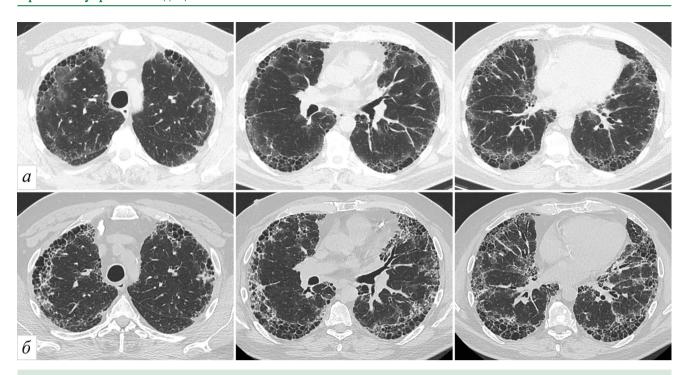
Пациент Н., 58 лет. COVID-19 (ПЦР+) на фоне обычной интерстициальной пневмонии. КТ ОГК в аксиальной плоскости на соответствующих уровнях. Ряд а — исследование от 07.03 2021 г., ряд б — исследование от 21.04.2021 г. В динамике на месте участков «матового стекла» появление выраженных ретикулярных изменений и структурная перестройка в виде «сотового лёгкого», прогрессирование «сот» в уже имевшихся участках, появление их дополнительных рядов
